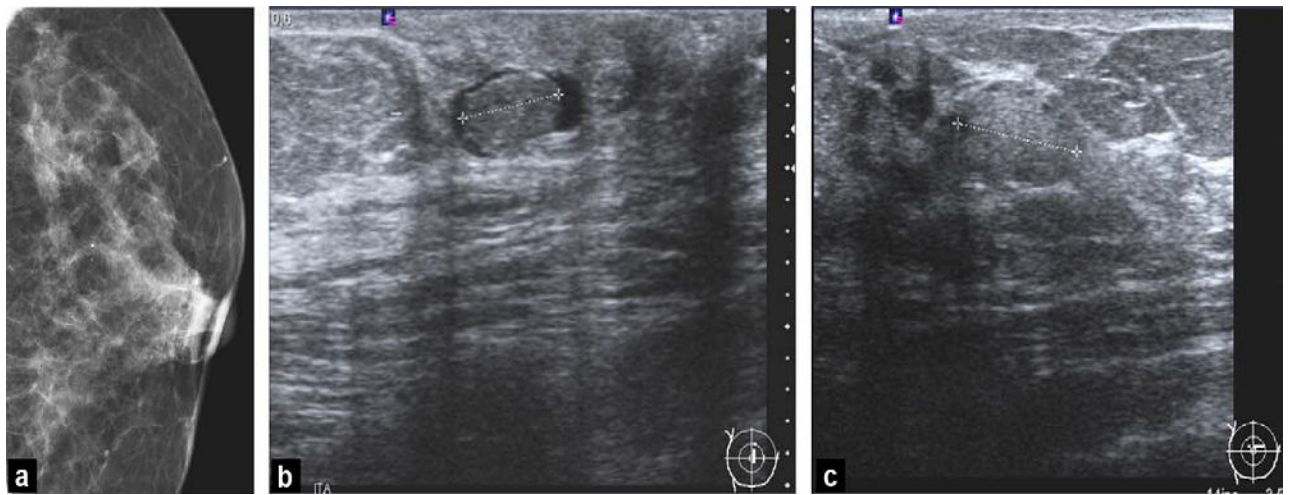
Ectasies galactophoriques : formations tubulées pseudo-nodulaires rétro-mamelonnaires avec matériel échogène endocanalair. a : mammographie incidence profil (zoom) ; b : échographie mode B ; c : échographie mode B.
